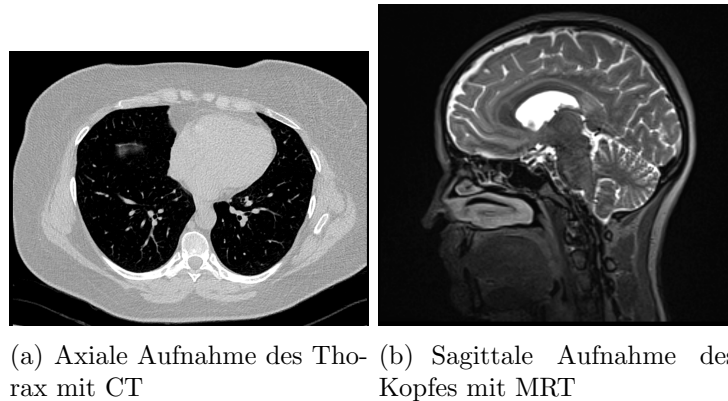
Vergleich Schichtbilder CT und MRT
